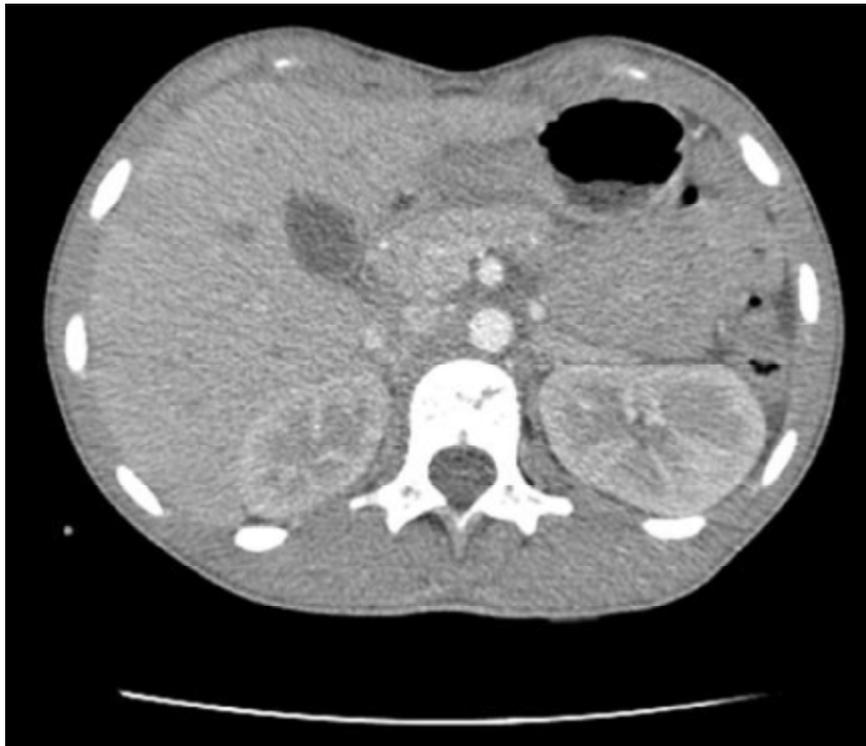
coupe scannographique transversale montrant une augmentation du volume des surrénales (TDM de FATIMA ZAHRAE réalisée au service de radiologie CHU Hassan II)
